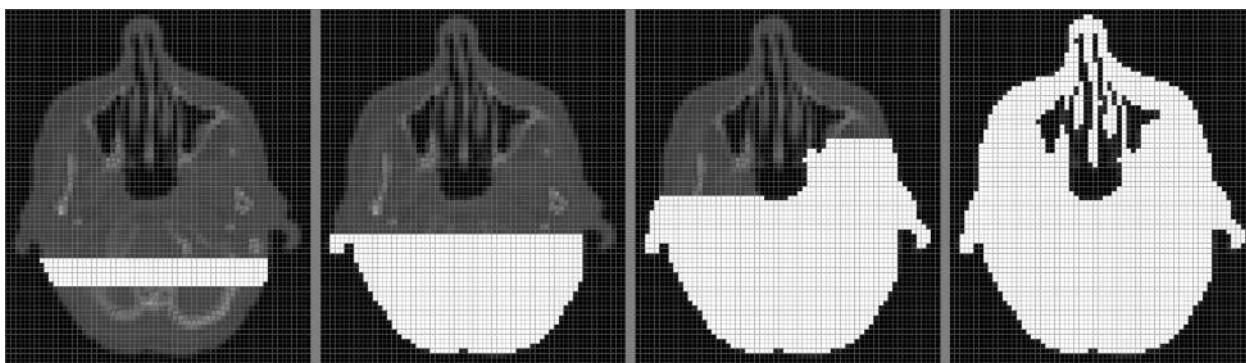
Етапи виділення тканин голови пацієнта на томографічних знімках
